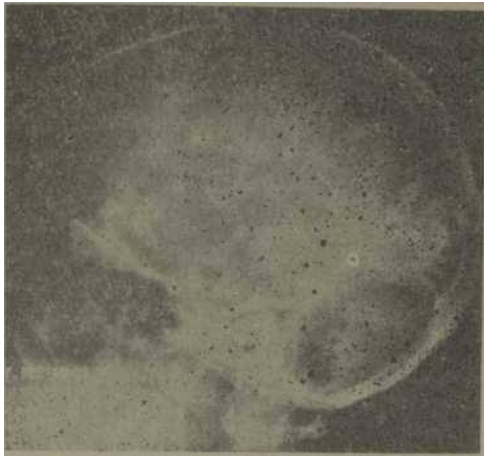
Radiografía de cráneo en posición lateral con calcificaciones típicas del síndrome de Sturge-Weber, que ocupan todo un hemisferio.
